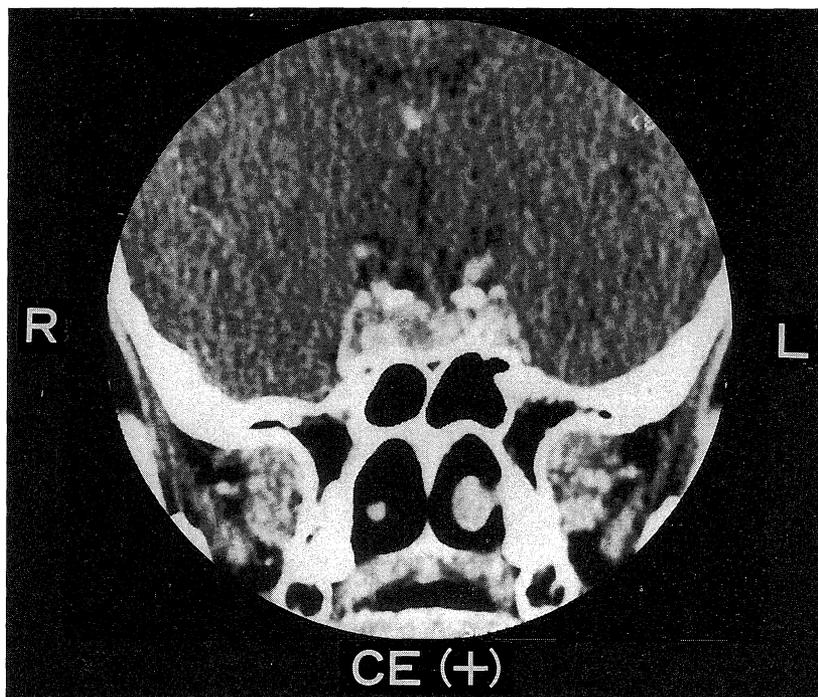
Case 1. Contrast enhancement CT scan shows focal low density on right side of the pituitary gland, and deviation of pituitary stalk to left.
